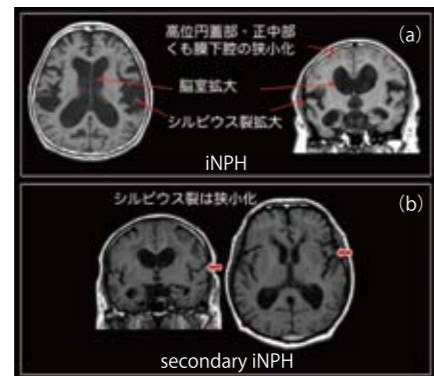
典型的なDESHを示すiNPHのMRI所見(a)とsNPHのMRI所見(b)の比較
